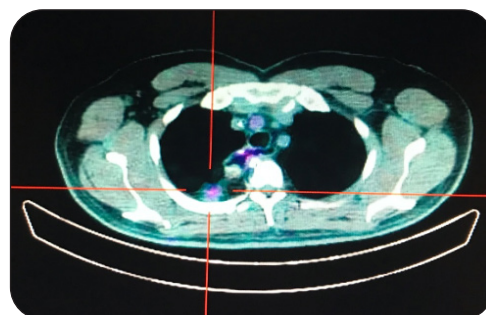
CT-scanner de contrôle à 23 mois.
